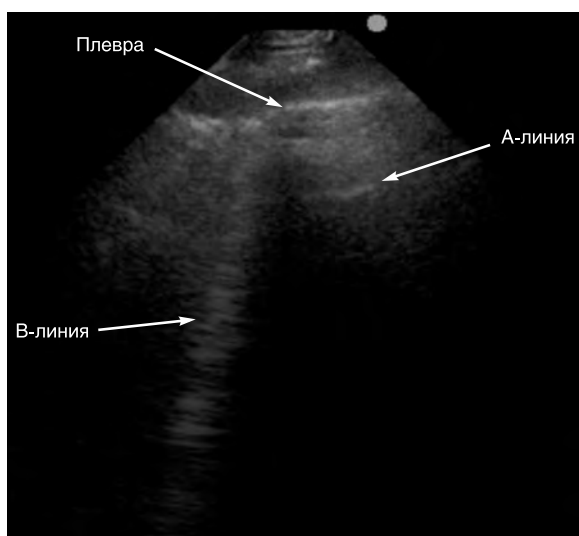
В-линия при УЗИ легких в норме (сканирование датчиком 1—5 МГц).
